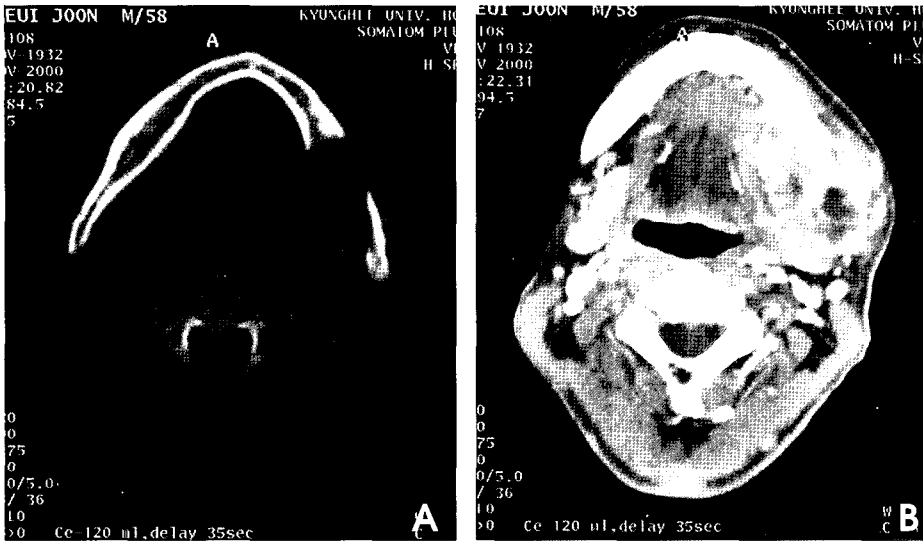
A. A bone-window axial CT scan shows an expansile bony destructive mass lesion, about 4 × 5 cm in size, of the left mandibular body. B. An axial enhanced CT scan shows the mass of soft tissue density, being expanded to the left submandibular gland, which is displaced.
